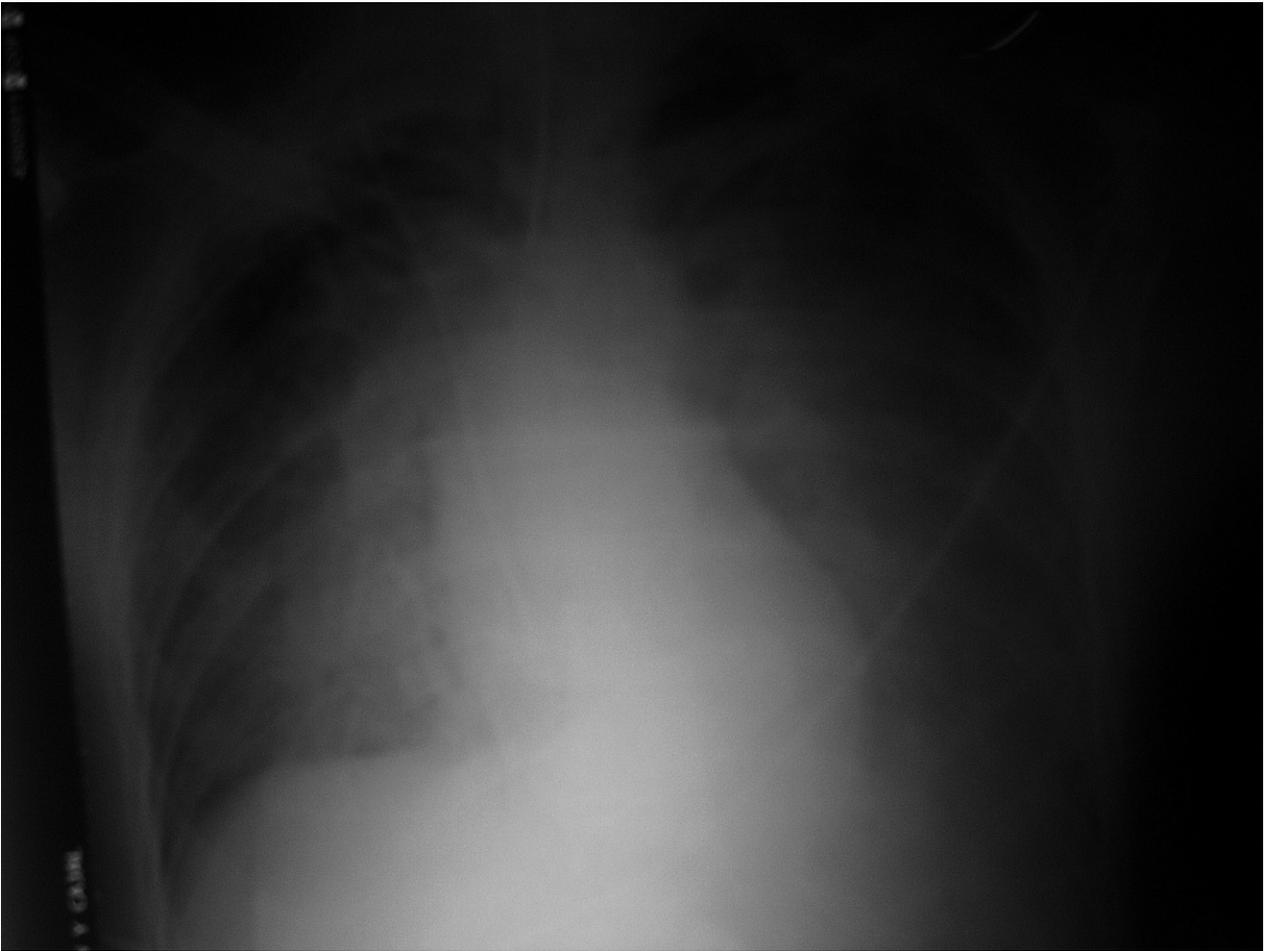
Radiografía de tórax 9 h después del ingreso en urgencias: infiltrado alveolointersticial bilateral.
